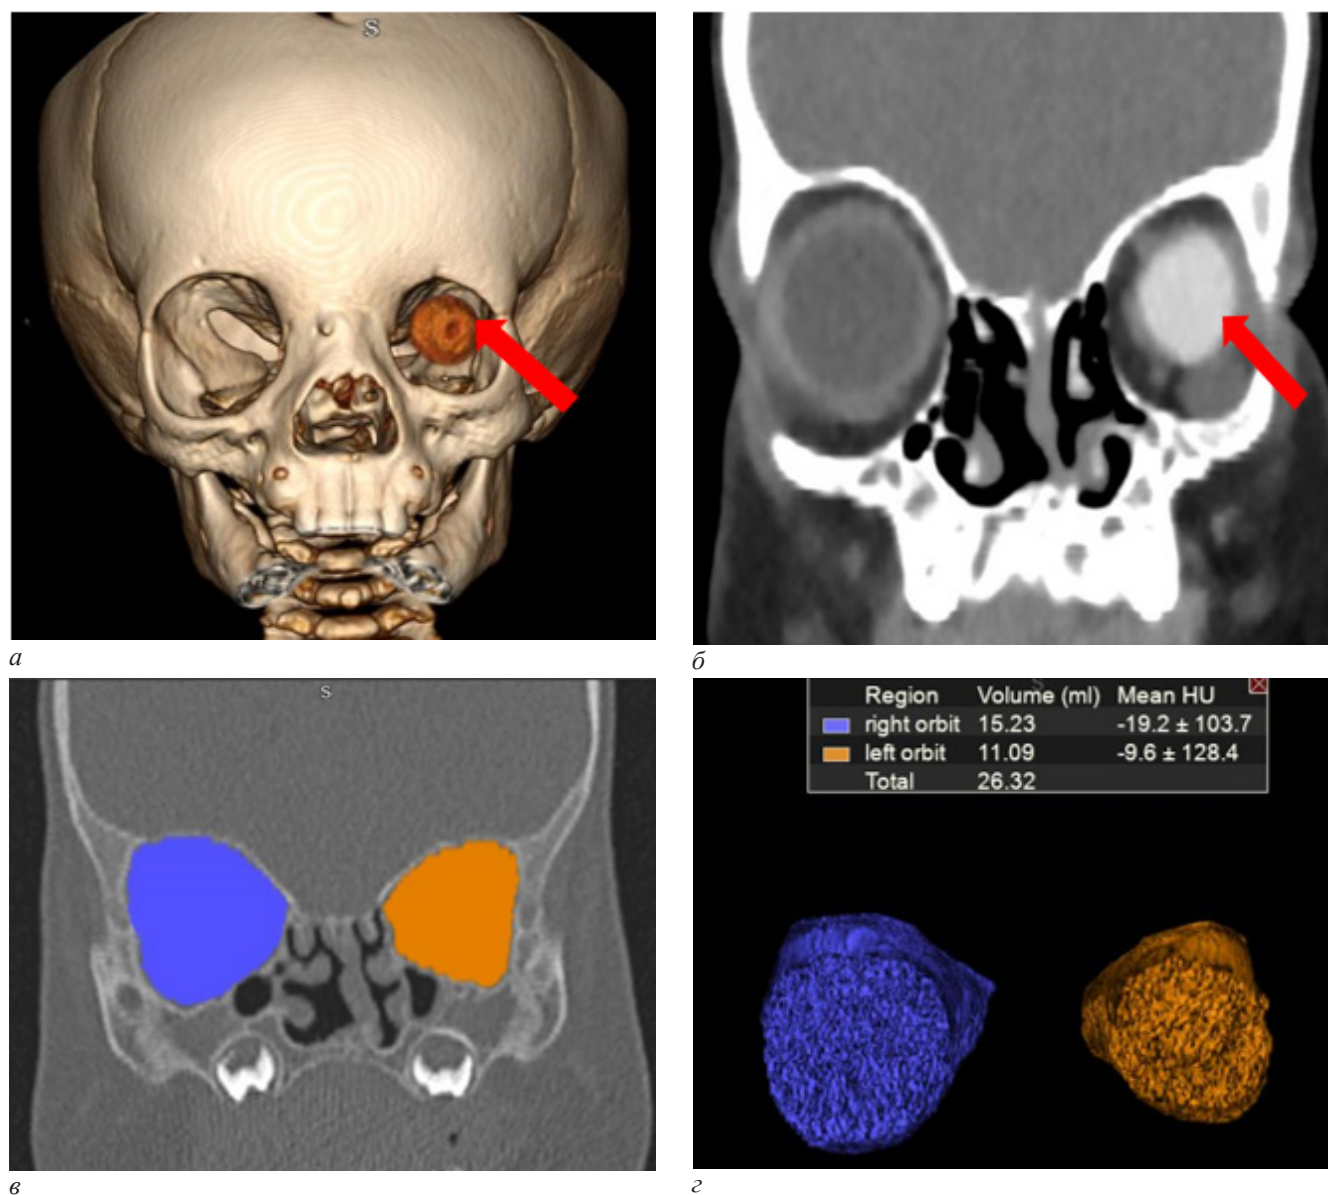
МСКТ, лицевой скелет. Пациент П., 12 месяцев, врожденный анофтальм слева. Обработка изображений для количественного измерения объемов орбит: *а* – 3D-реконструкция костей лицевого и мозгового черепа; *б* – корональная реконструкция; *в* – корональная реконструкция, режим костного окна, измерение объемов орбит; *г* – режим 3D-реконструкции объемов орбит. В конъюнктивальной полости левой орбиты визуализируется наружный косметический протез (красные стрелки), структуры правой орбиты – без патологических изменений. Отмечается выраженная асимметрия орбит, разница в объемах орбит составила 4,14 мл, что является превышением критического значения разницы в 2 мл и позволяет спланировать тактику дальнейшего эндопротезирования, а также мониторинг за состоянием пациента в отдаленные сроки
